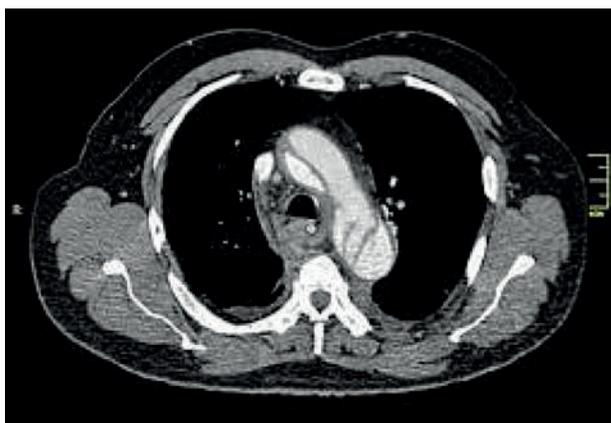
TC de disección aórtica tipo A MIR 2024, 11.
